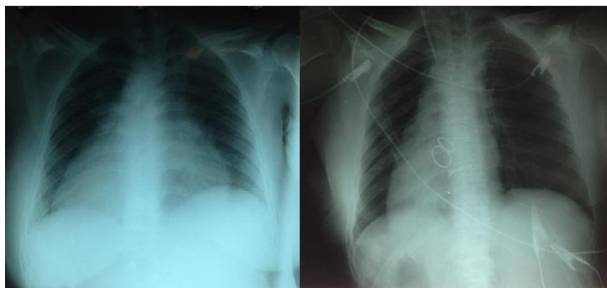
Preoperative and postoperative Chest X-Rays. The cardiac silhouette and gastric air bubble were evident on the right side and liver shadow on the left, indicating situs inversus.
